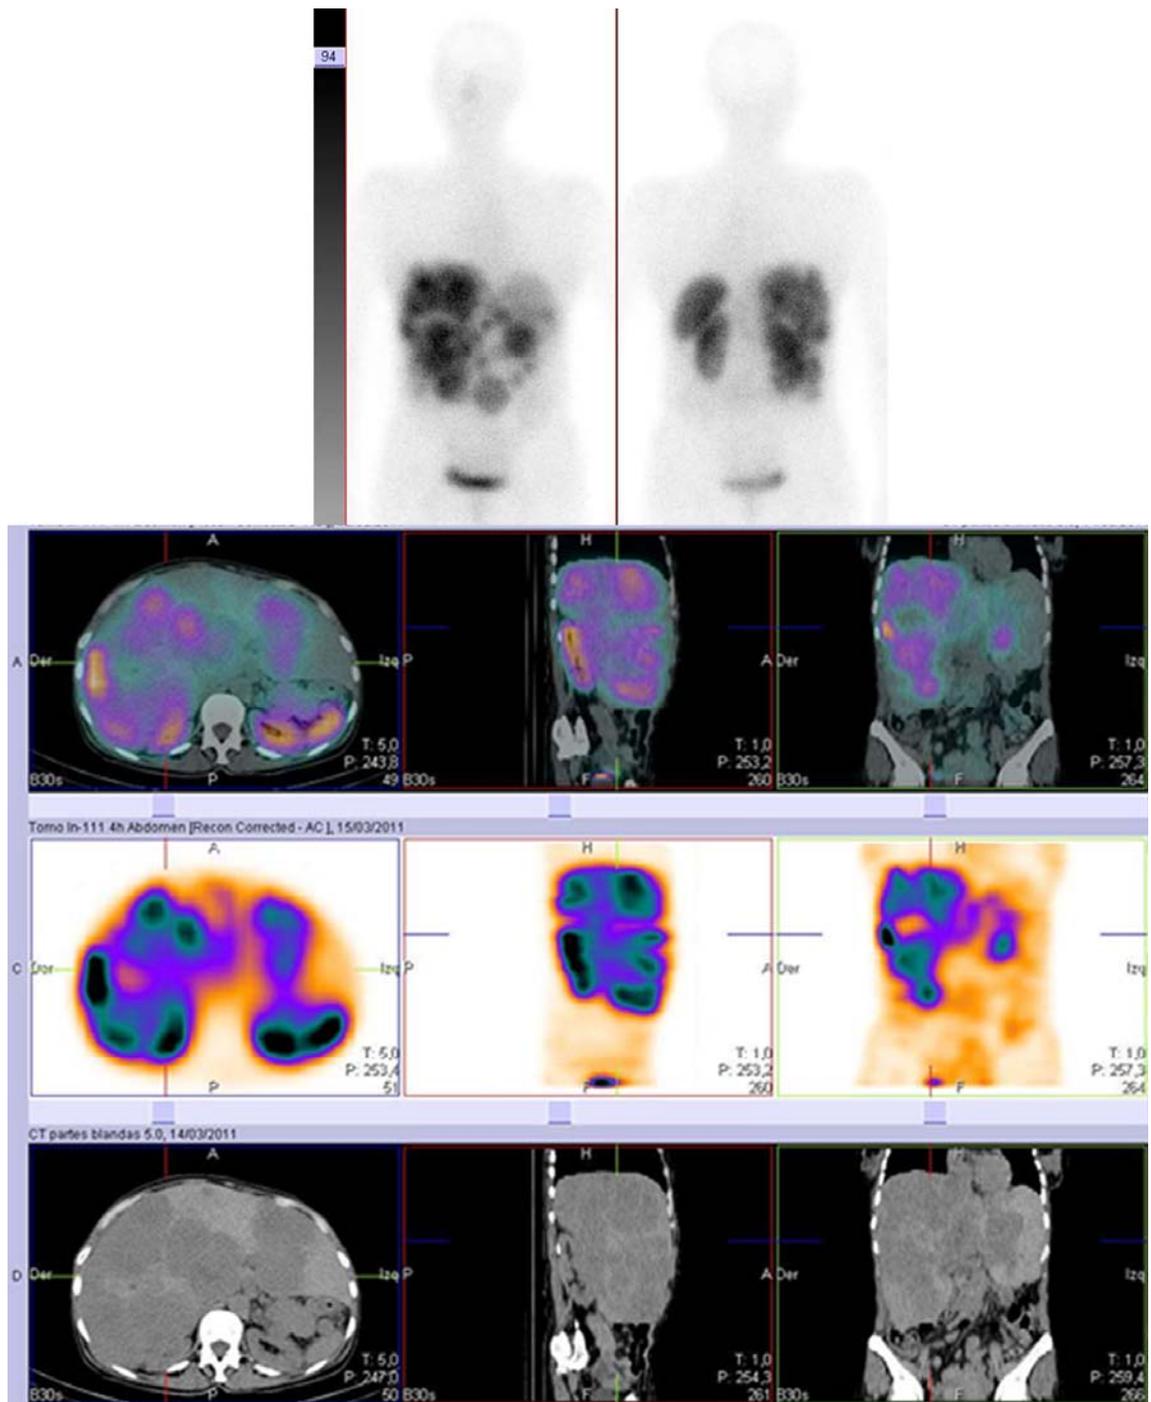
Mujer con invasión metastásica masiva del hígado por tumor neuroendocrino remitida para localización del tumor primario (Estudio histológico: biopsia de metástasis hepáticas. Tumor neuroendocrino positivo para cromogranina y sinaptofisina). La gammagrafía convencional mostró un hígado de gran tamaño con una captación heterogénea de radiotrazador en relación con la enfermedad metastásica conocida. El SPECT/CT puso de manifiesto un foco hipercaptador tenue localizado en la cola del páncreas que fue clasificado como tumor neuroendocrino (foco 119). La hepatomegalia de esta paciente impidió distinguir el foco pancreático en las imágenes planares o de SPECT. Únicamente el CT del SPECT/CT permitió localizar dicho foco.
